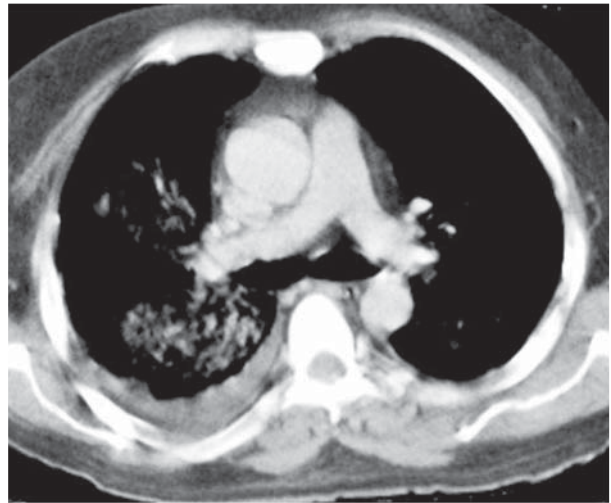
TC de tórax (janela para mediastino): derrame pleural e consolidação à direita.
